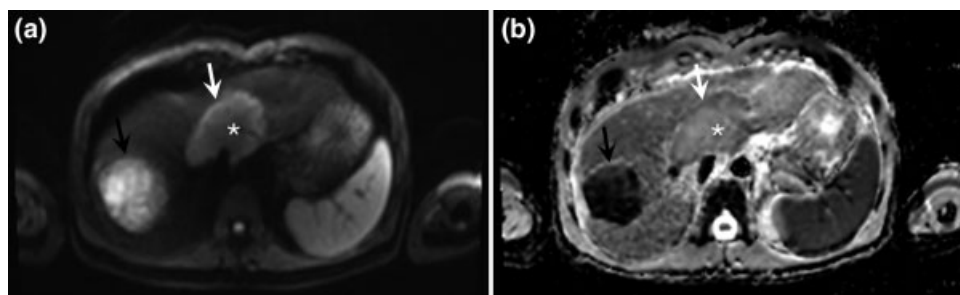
CC formador de masa. RM en secuencias de DWI (a) y Mapa ADC correspondiente (b) que muestran el signo de *target sign* en un paciente con CC formador de masa. Nótese la intensidad de señal heterogénea, con hiperintensidad lineal periférica (flecha blanca) e hipointensidad central correspondiente al área de fibrosis central (asterisco). En el segmento VII-VIII se evidencia además un hematoma secundario a ablación de un nódulo metastásico (flecha negra).
